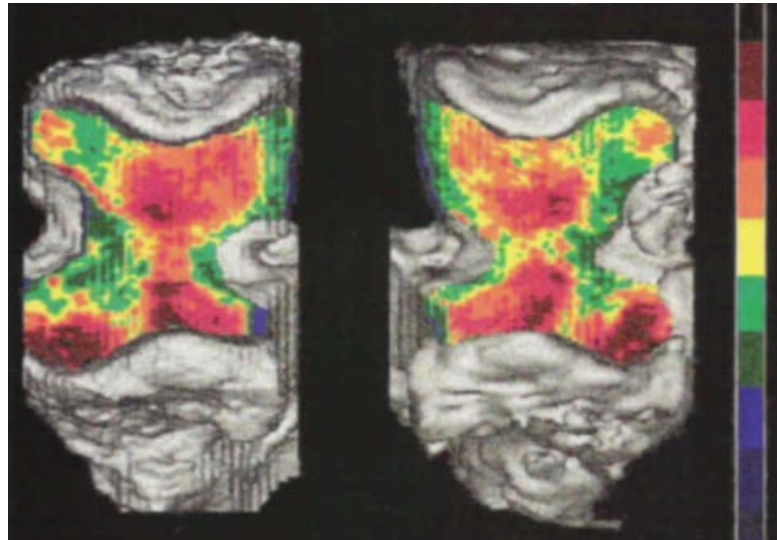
Áreas de densidad de hueso subcondral en las facetas articulares del cubito proximal obtenidas mediante osteoabsortimetría tomografía. Eckstein et al. 1995 (84)
